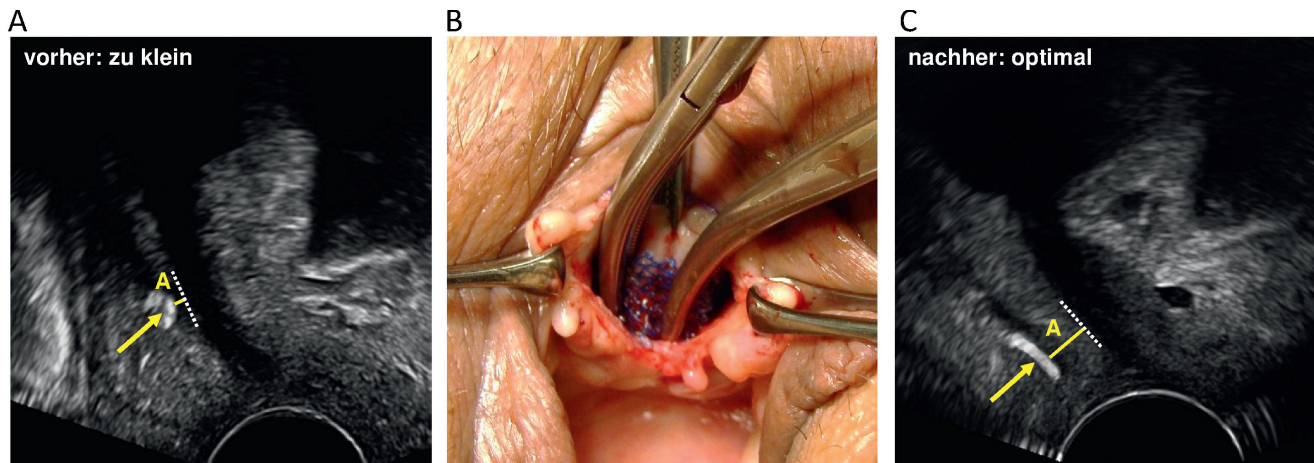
Bandlockerung. Bei Blasenentleerungsstörungen mit einem Band-Urethra-Abstand von <3 mm kann in den ersten Tagen nach der Schlingenoperation eine Bandlockerung vorgenommen werden, um schwerwiegende Komplikationen zu vermeiden. (A) Sonografischer Befund vor Bandlockerung: Band-Urethra-Abstand 1,5 mm, (B) Situation während Bandlockerung, (C) sonografischer Befund nach Bandlockerung: Band-Urethra-Abstand 4,5 mm. Modifiziert nach Rautenberg et al. [25].
